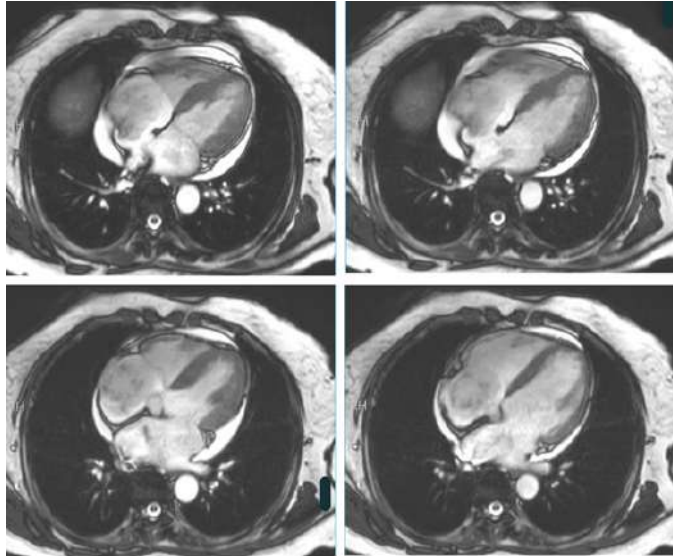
Ressonância cardíaca evidencia massa atrial direita que se insinua até o plano da valva tricúspide na sístole atrial
